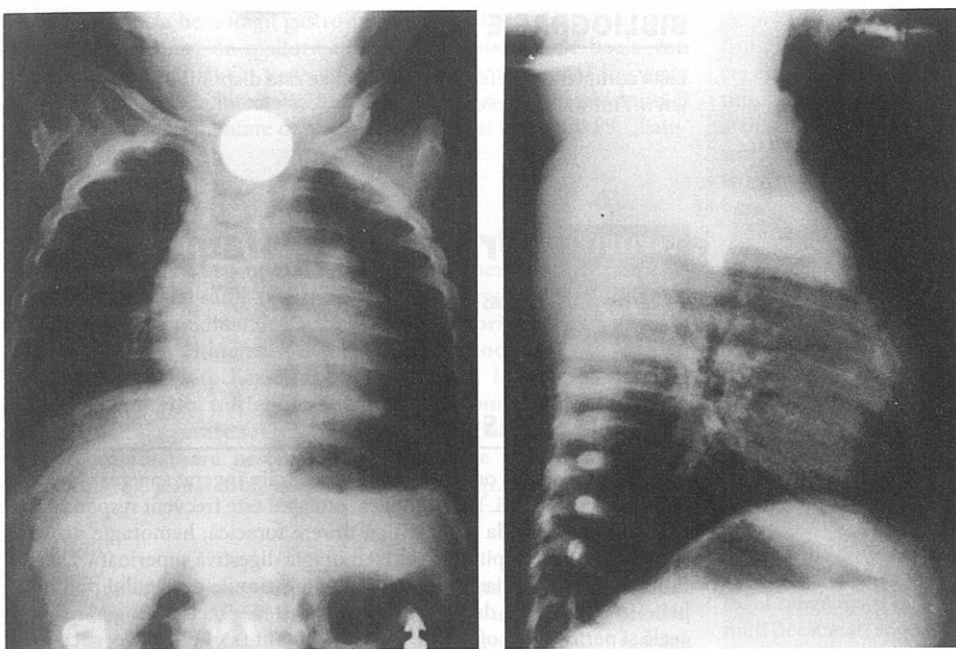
O monedă blocată în esofagul unui copil este vizibilă pe o radiografie antero-posterioară. [Reprodus, cu permisiune, din Effron D (ed): *Pediatric Photo and X-Ray Stimuli for Emergency Medicine*, vol. II. Columbus, OH, Ohio Chapter of the American College of Emergency Physicians, 1997, case 27.]
